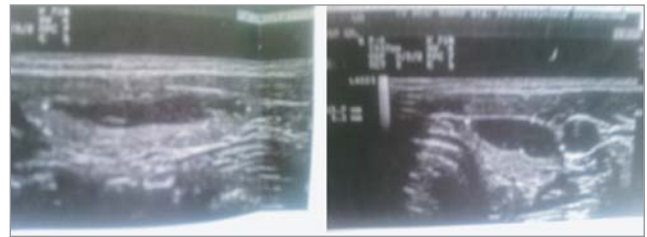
УЗИ щитовидной железы ребенка Ц.
